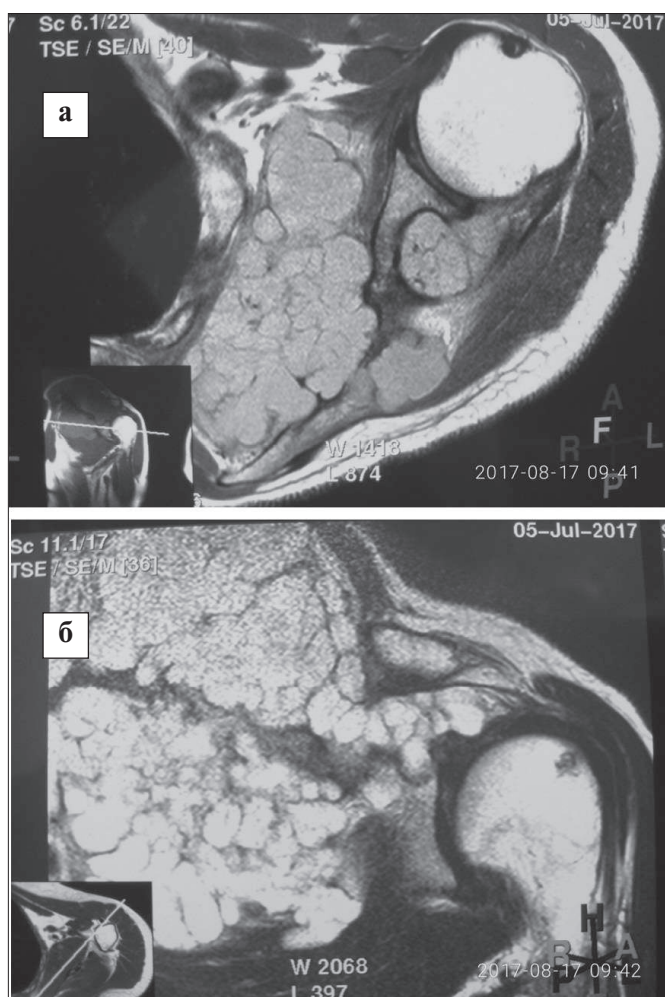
Фотовідбитки МРТ хворої Г. з хондросаркомою лопатки.
